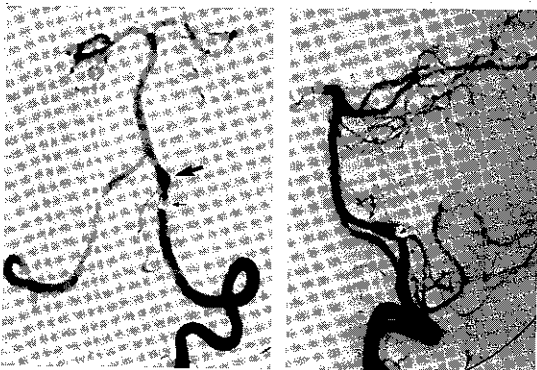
Radiography of patient 3 showing typical findings of dissecting aneurysm
